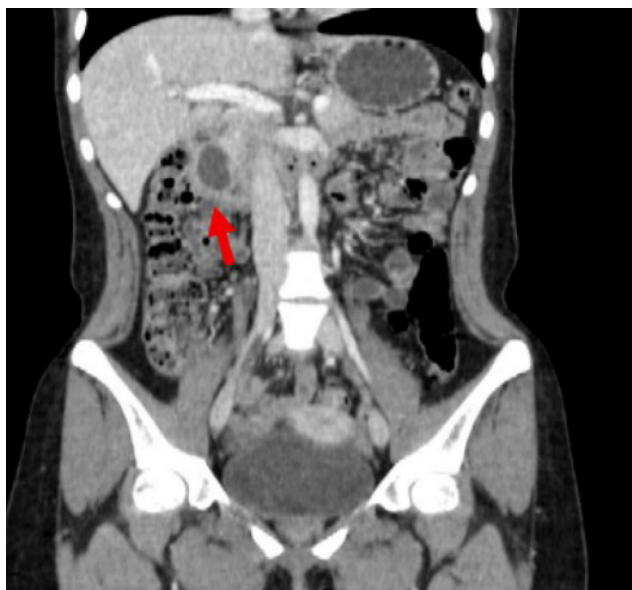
TC contrastada de abdomen y pelvis fase arterial corte coronal. Lesión inicialmente interpretada como pseudoquiste pancreático, adosado a la cabeza del páncreas. Imagenológicamente, es un quiste de duplicación duodenal.
